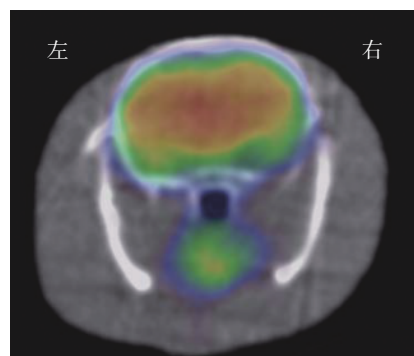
假手术组大鼠的 ¹⁸F-FDG micro-PET/CT 横断位显像图显示大鼠大脑 ¹⁸F-FDG 分布均匀。假手术组为以 0.9% 生理盐水代替胶原酶 IV 构建的假脑出血模型。FDG 为氟脱氧葡萄糖; PET/CT 为正电子发射断层显像计算机断层摄影术
